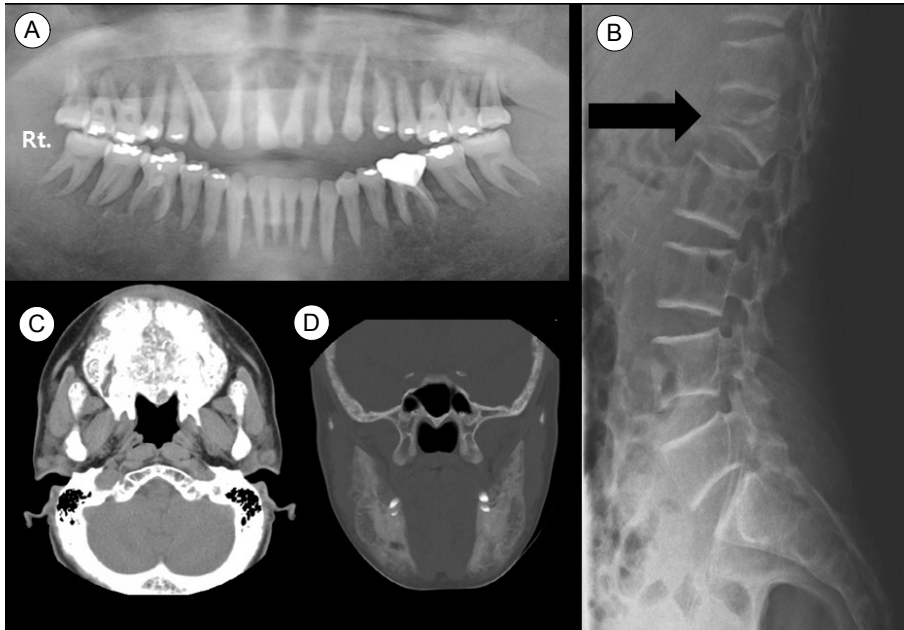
Initial radiologic findings. (A) Panoramic view of maxilla and mandible: Multifocal bone demineralization is noted on both jaws. Generalized loss of lamina dura on whole dentition is also noted. (B) Lumbar-sacrum lateral x-ray: compression fracture of L1 (arrow). (C) and (D) Maxilla and mandible CT. (C) Axial soft tissue window setting image: Multifocal osteolytic lesions with bony expansion are noted on maxilla. (D) Coronal bone window setting image: Multifocal bone demineralization with bony expansion is noted on both mandibular rami.
